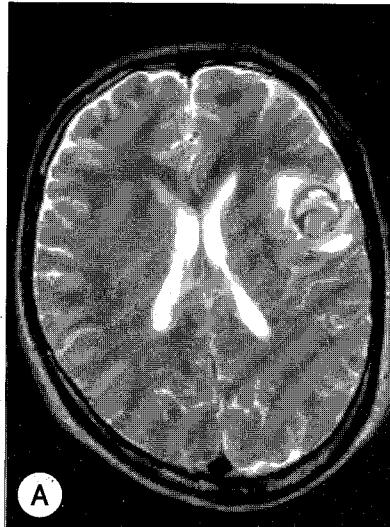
Axial T2 weighted (A), sagittal T1 weighted (B) images showed heterogeneous signals of the mass. Anterior portion of the mass revealed high signal intensity on both T1 and T2 weighted images, which suggested hematoma in the late subacute stage. Perilesional edema was detected. Posterior portion of the mass revealed strong enhancement on enhanced T1 weighted image and pulsation artifact on FLAIR image, which suggested vascular lesion.
